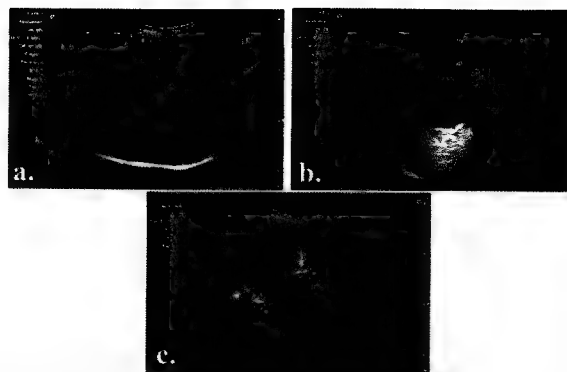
Semiologie elementară ecografică. a. ecotextură omogenă, mediu ecogenă a parenchimului hepatic normal, utilizată ca element de referință în ecografia abdominală; b. structură transsonică (chist), lipsită de ecouri; c. Structuri hiperecogene: calcificări (chist hidatic) (săgeată) și diafragma (vârf de săgeată).
